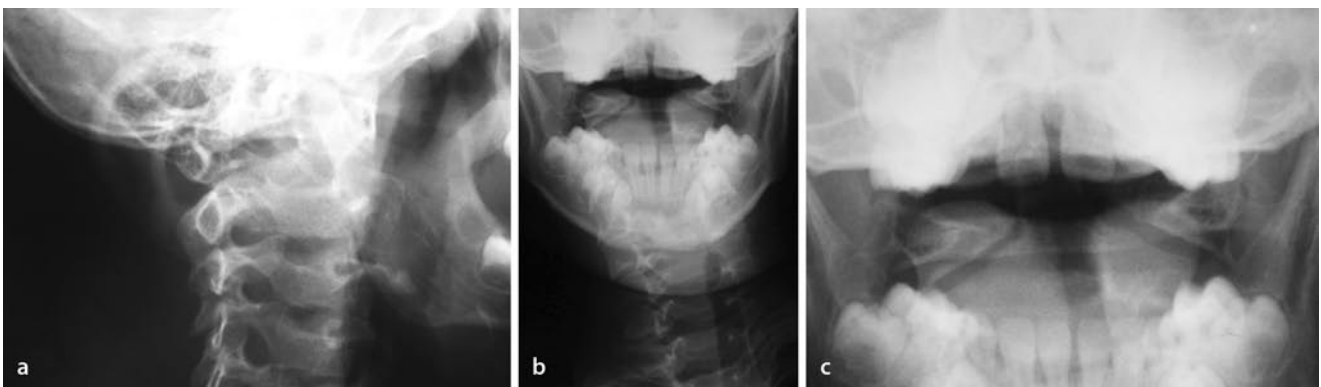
▲ Native Röntgenaufnahme a seitlich, b im a.-p.-Strahlengang, c Vergrößerung aus b
